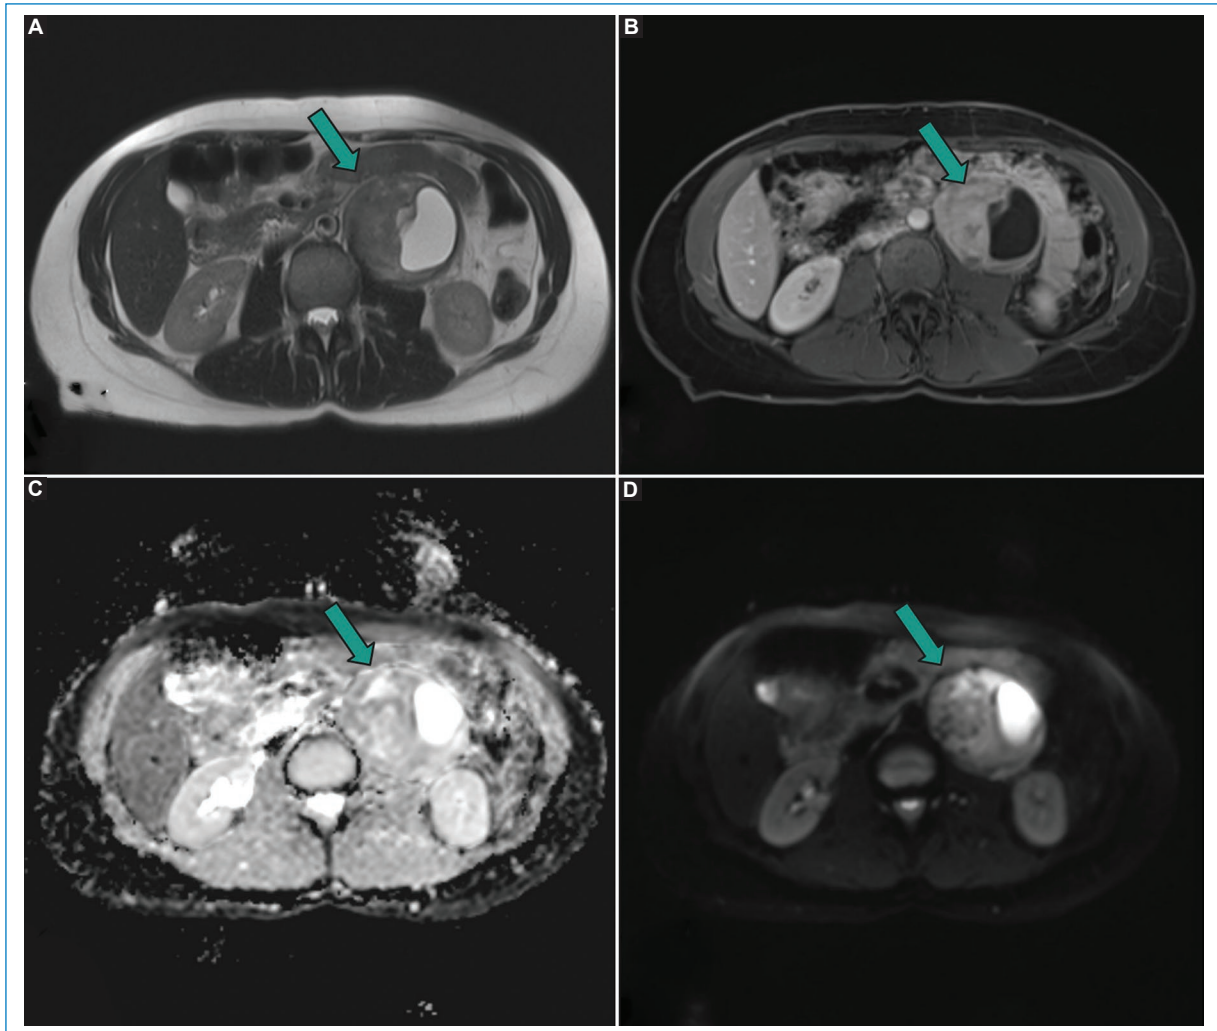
Mujer de 37 años. Resonancia magnética de abdomen: masa retroperitoneal izquierda, adyacente a la aorta abdominal, de carácter sólido-quístico con un componente hiperintenso en T2 (A), realce heterogéneo con el medio de contraste (B) y sin presentar restricción significativa en la secuencia de difusión (C y D). Diagnóstico histológico de schwannoma retroperitoneal.
